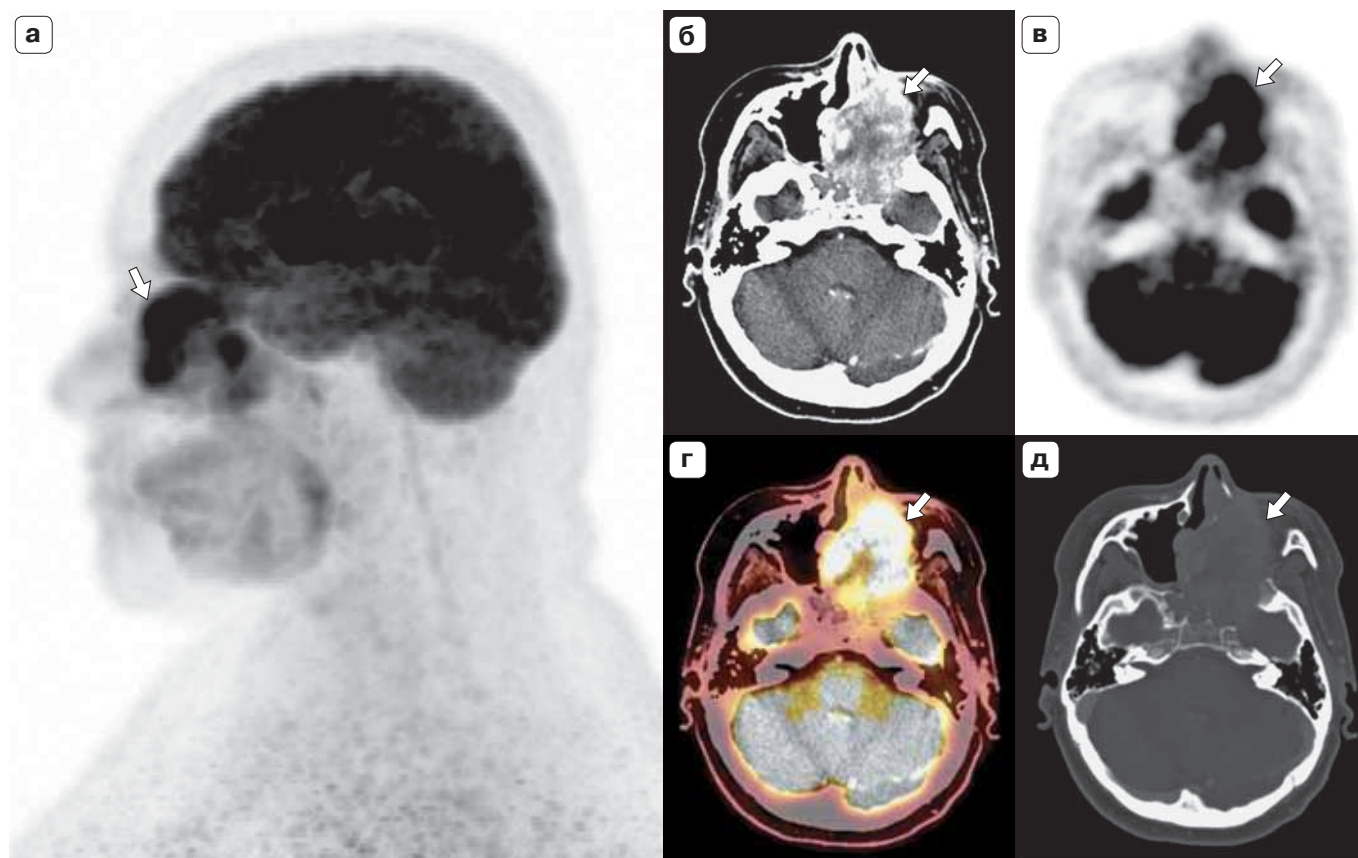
ПЭТ/КТ с ^{18}F -ФДГ. Плоскоклеточный рак левой верхнечелюстной пазухи. а – проекция максимальной интенсивности (MIP) ПЭТ в сагиттальной реконструкции; б – КТ с КУ (мягкотканное окно); в – КТ (костное окно); г – совмещенное ПЭТ/КТ-исследование; д – ПЭТ-изображение в аксиальной проекции. Выявляется гиперметаболическое (с эксцентрически расположенной аметаболической зоной – некроз) объемное образование левой верхнечелюстной пазухи, полости носа, клиновидной пазухи с распространением в левую орбиту и среднюю черепную ямку слева, с деструкцией костей лицевого скелета и основания черепа (стрелки).
